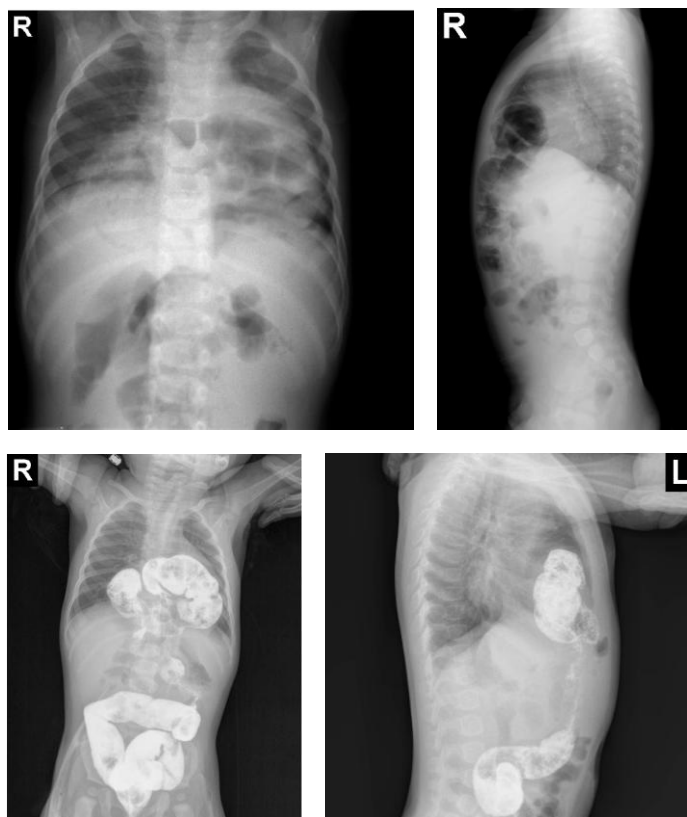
Hernie Morgagni: sus – radiografie toraco-abdominală simplă;
